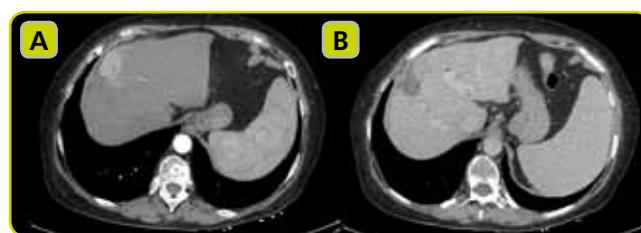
TC de hepatocarcinoma. A: Hipervascular en fase arterial. B: Lavado precoz (hipodenso) en fase venosa/portal.
